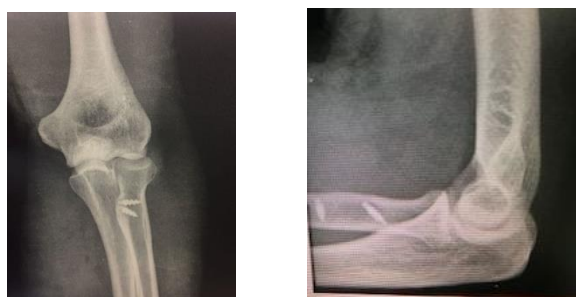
Caso 7, masculino, 40 anos, Radiografia pós-operatório. (A) Ântero posterior; (B) Perfil.
